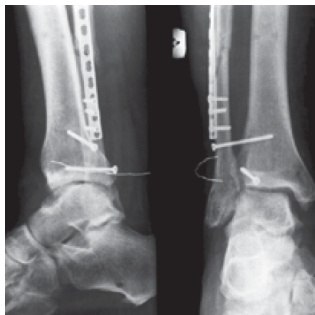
Рентгенограммы правого голеностопного сустава больного 3. перед удалением синдесмозного винта
